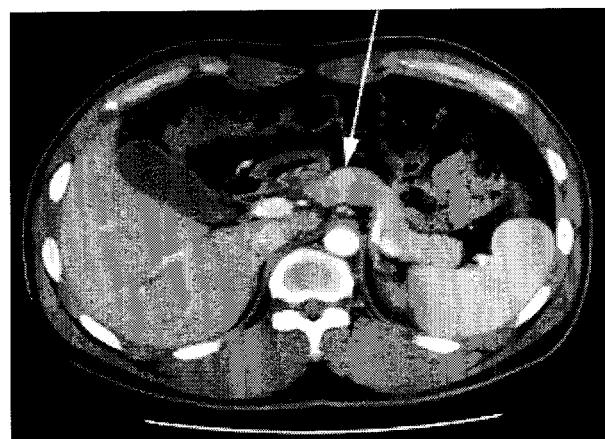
Abdominal CT of the patient shows a round enhanced lesion in the pancreatic body (arrow).
